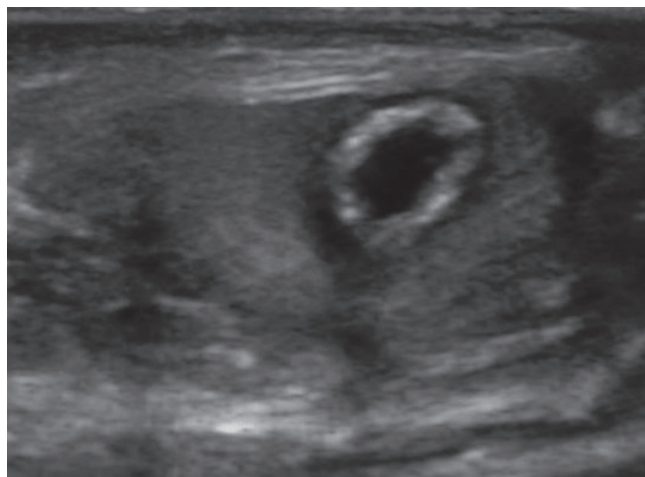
Эхография мошонки. В-режим. Хронический абсцесс яичка у ребенка в возрасте 2 лет, возникший как осложнение пахово-мошоночной герниопластики. Абсцесс обнаружен при УЗИ случайно, подтвержден при орхиэктомии. Пиогенная капсула абсцесса очень выражена.
